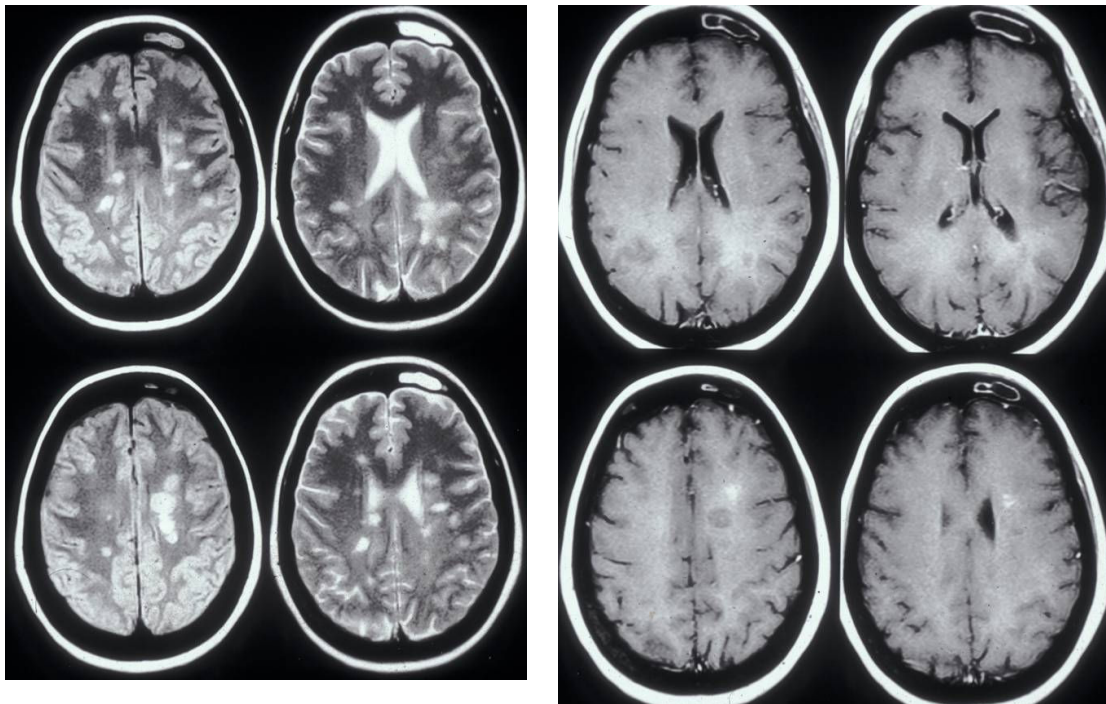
RMN di un paziente affetto da SM. Sono rispettati i criteri di Barkhof di disseminazione spaziale delle lesioni infiammatorie. Sono infatti dimostrate 9 lesioni in T2, più di 3 lesioni periventricolari e più di una lesione juxtacorticale.
